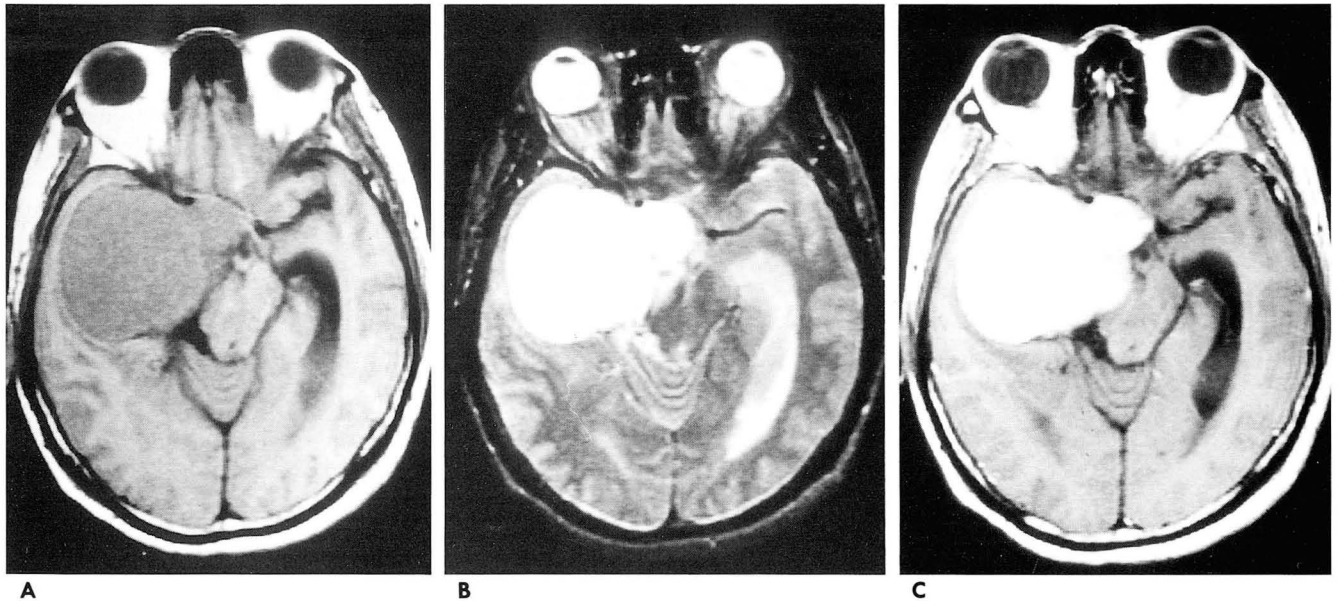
Axial MR imaging of the brain.
